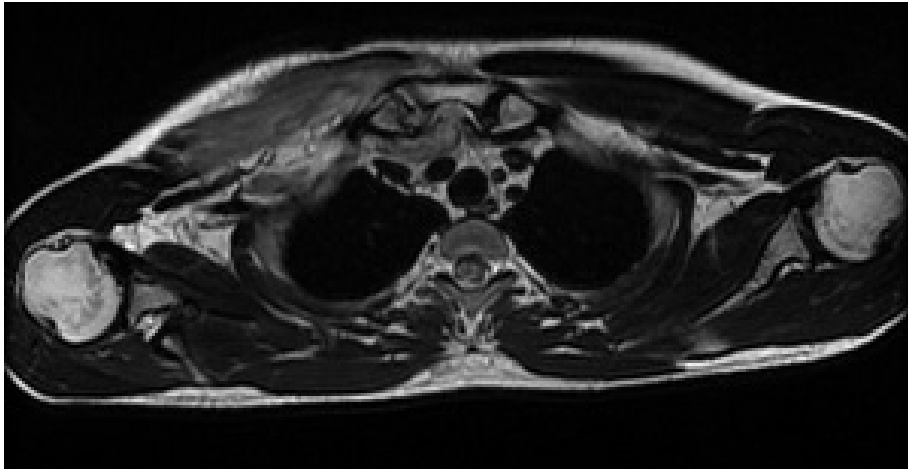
Imagen correspondiente a la RMN del 8 de octubre.
